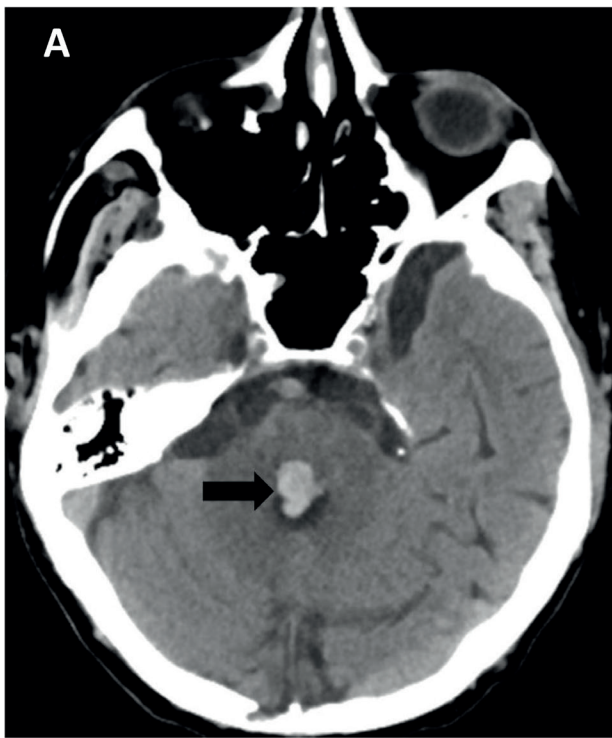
There is hematoma in the tegmentum of pons on CT (arrow, A) and the cross section of pons at the level of the abducens and facial nucleus and the responsible lesion for eight-and-a-half syndrome (B).
